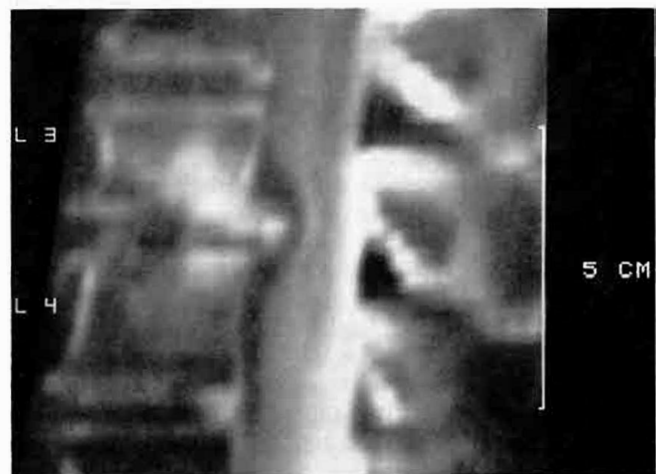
a, b und c Computertomographisches Bild einer Spondylodiszitis L3/L4 bei einer 73jährigen Patientin. Das Topogramm (a) zeigt eine Destruktion des LWK 3 (→). Die sagittale Rekonstruktion (b) zeigt eine teilweise verkalkte extradurale Raumforderung im Bereich der destruierten Bandscheibe L3/L4 sowie eine fleckige Sklerosierung der Wirbelkörper L3 und L4. Die axiale Schicht (c) im Bereich L3 zeigt eine kleine extradurale Raumforderung, die den mit KM dargestellten Subarachnoidalraum von vorne her einengt. Bei der extraduralen Raumforderung handelte es sich um einen Abszeß (▶).
